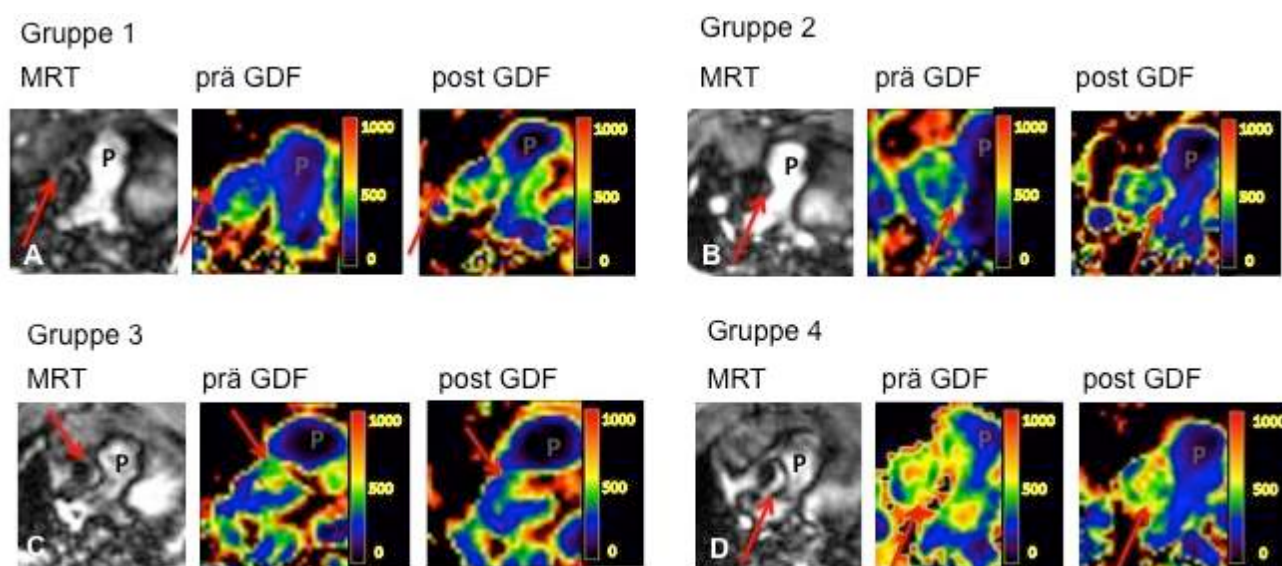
T₁-Map auf Basis der FA-Sequenz im Vergleich zur T₁-gewichteten MRT
